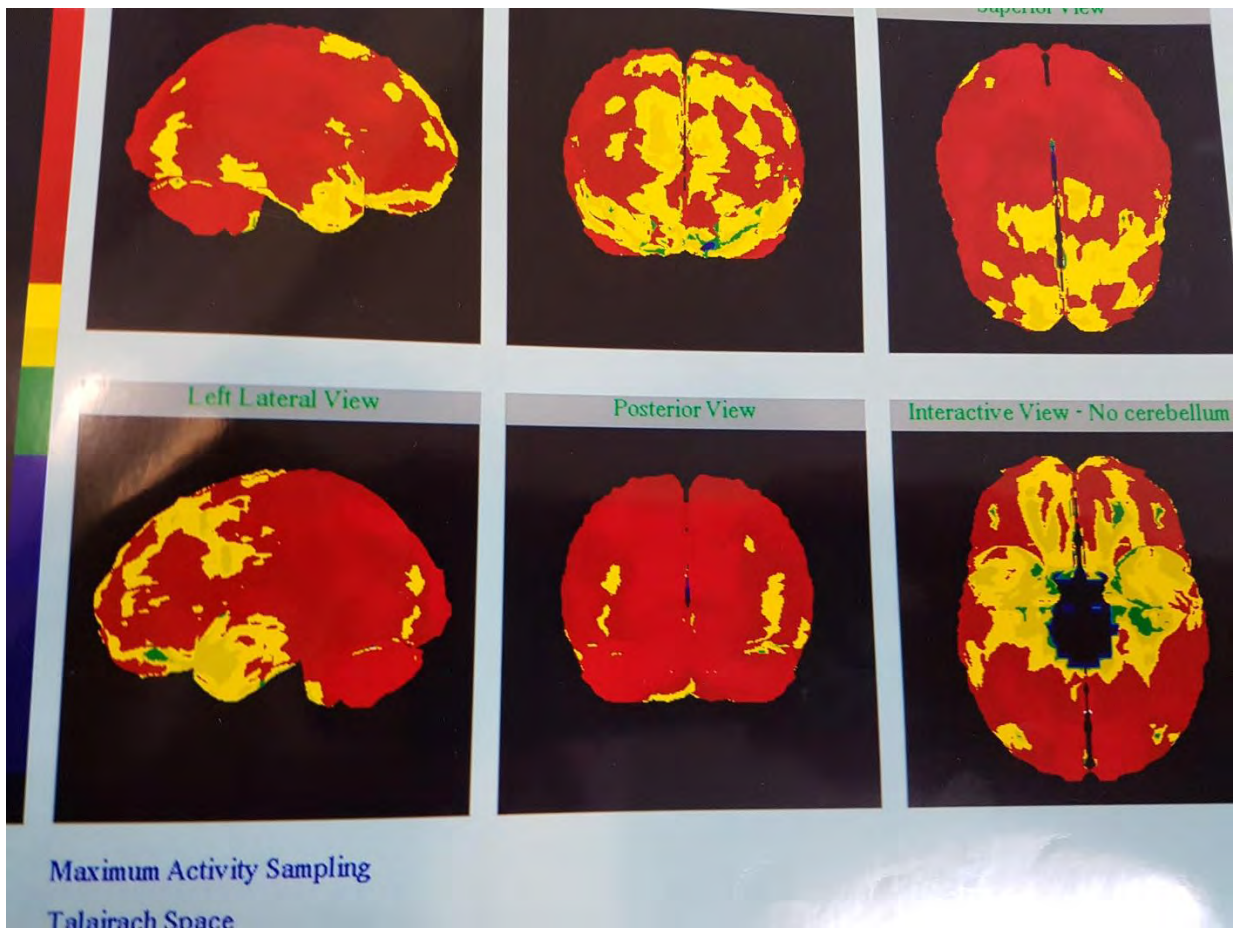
SPECT (Flujo sanguíneo arterial)
